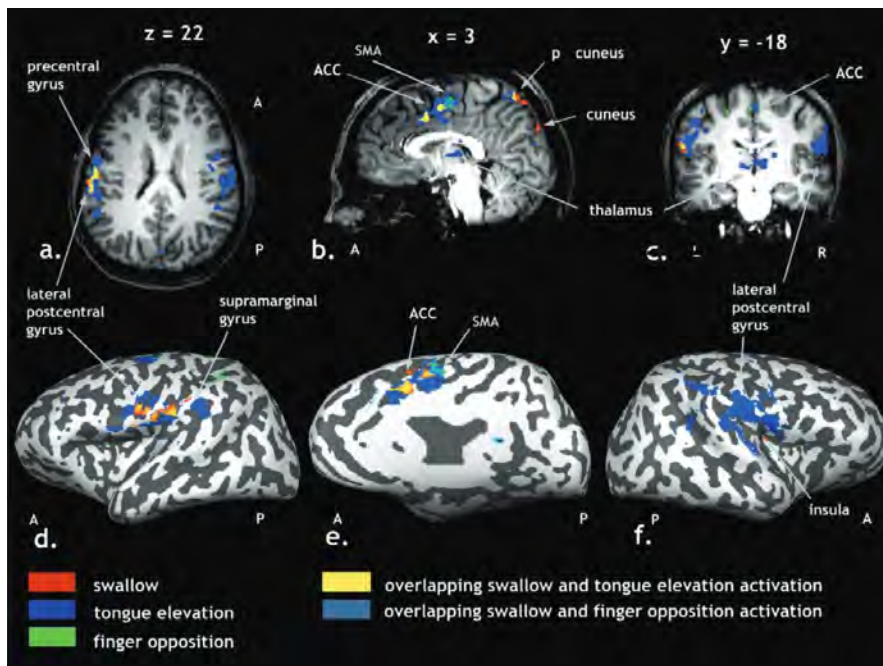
Loci d'élévation du débit cérébral en IRM fonctionnelle selon 3 tâches : déglutition («swallow»), élévation linguale («tongue elevation»), et l'opposition digitale («finger opposition») selon Martin et coll. In (MARTIN et al., 2004)
